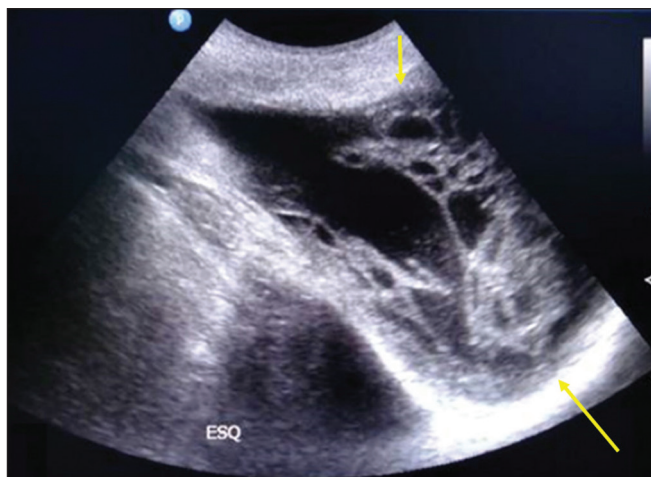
Herniorrafia inguinal complicada com hematoma inguinoescrotal. Ultrassonografia demonstra formação multiloculada com porções heterogêneas hiperecoicas do hematoma (setas).
